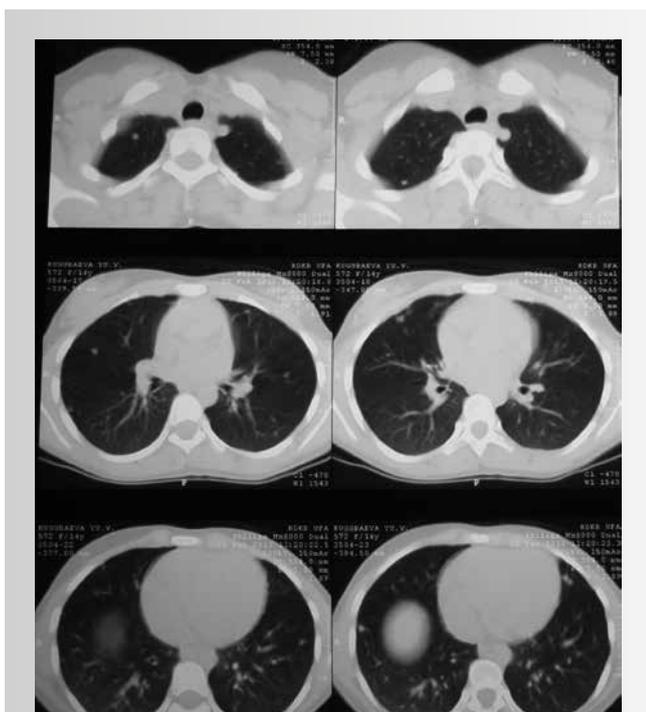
КТ легких пациентки К. до лечения
